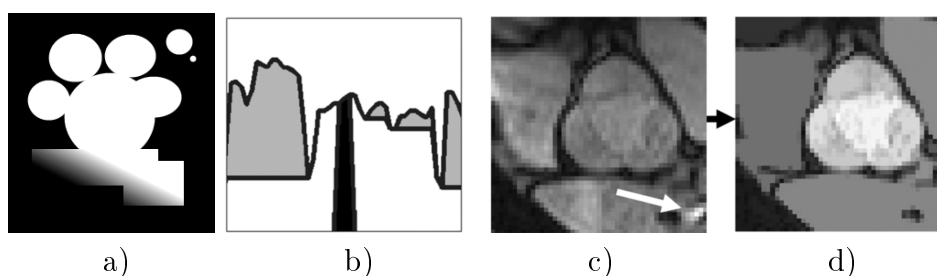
a) Fermeture des trous de l'image 1.4.2.a par reconstruction géodésique ; b) Reconstruction géodésique (zone inférieure blanche) d'une fonction 1D (zone grise) à partir d'un marqueur (zone noire) ; c) Image IRM en niveau de gris centrée sur des sinus de Valsalva ; d) Reconstruction géodésique de c) à partir du centre.
